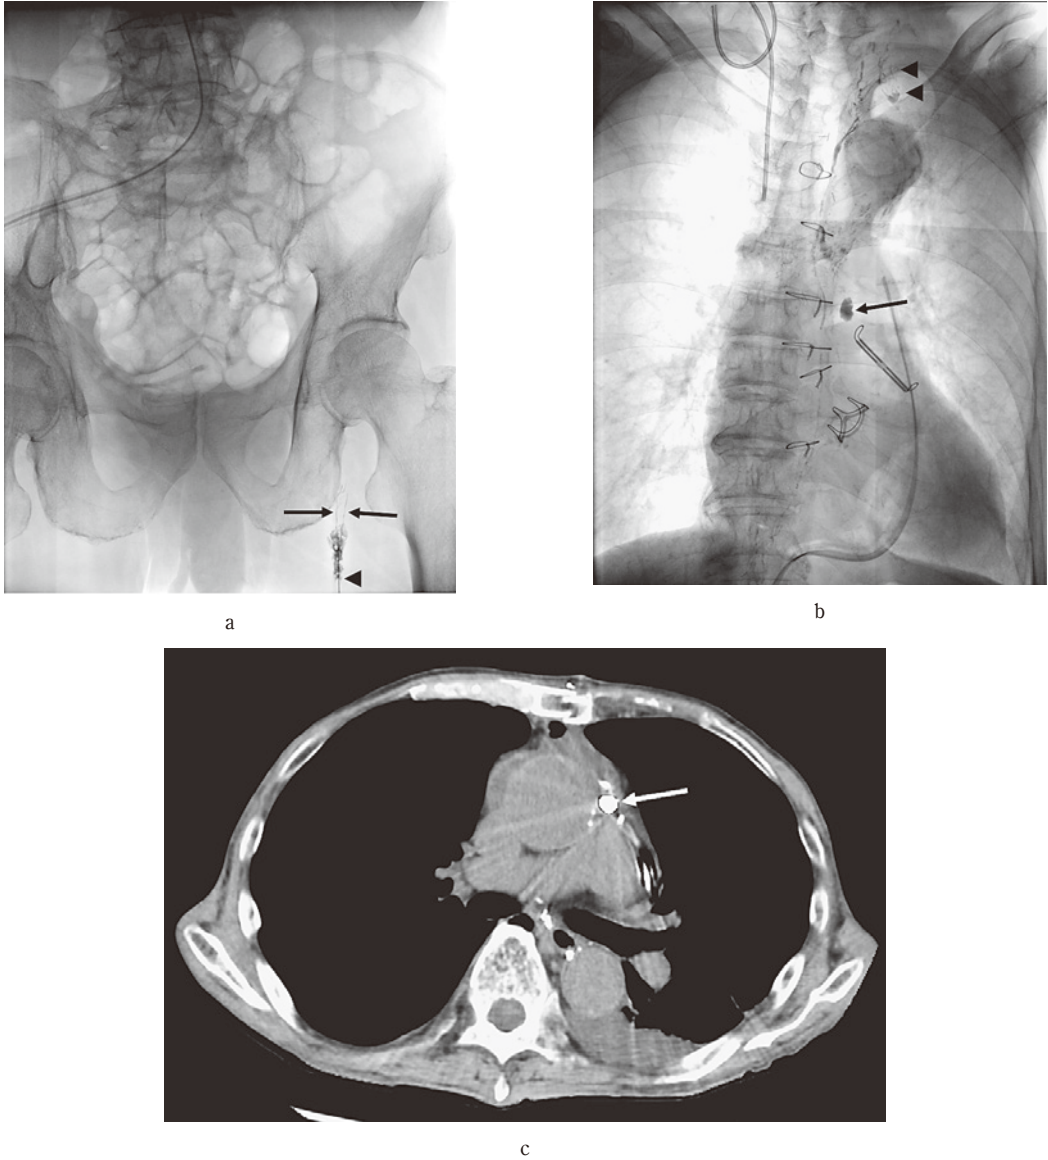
(a) リンパ管造影開始時の X 線透視画像. 右鼠径リンパ節を 22G 針 (矢頭) にて穿刺しリビオドール[®] を緩徐に注入した. リンパ管が描出され始めている (矢印). (b) リンパ管造影終了時の X 線透視画像. リビオドール[®] は左静脈角付近に到達している (矢頭). 左心耳クリップの右頭側にリビオドール[®] 貯留を認める (矢印). (c) リンパ管造影直後の単純 CT. 上行大動脈左側の心嚢内にリビオドール[®] 貯留を認める (矢印).
